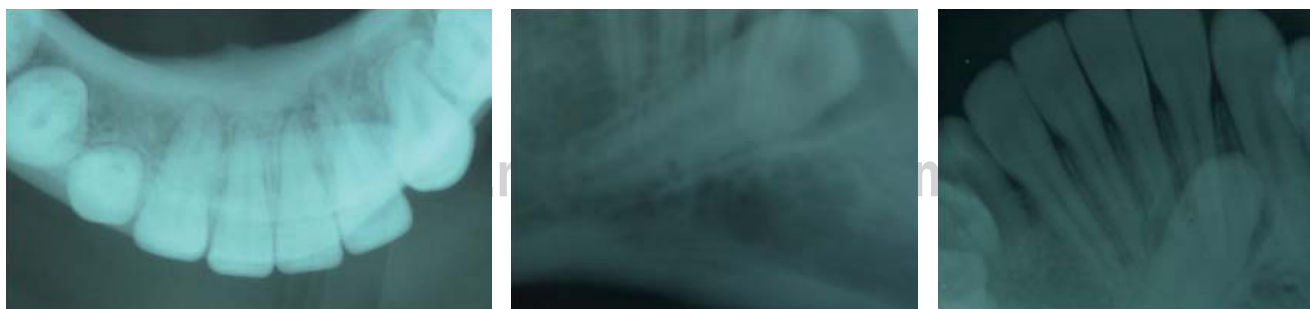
Radiografías oclusal y periapicales mostrando canino 43 transmigrado con su raíz completamente formada en posición vestibulo-oblicua apical a los órganos 42, 41, 31 y 32.
